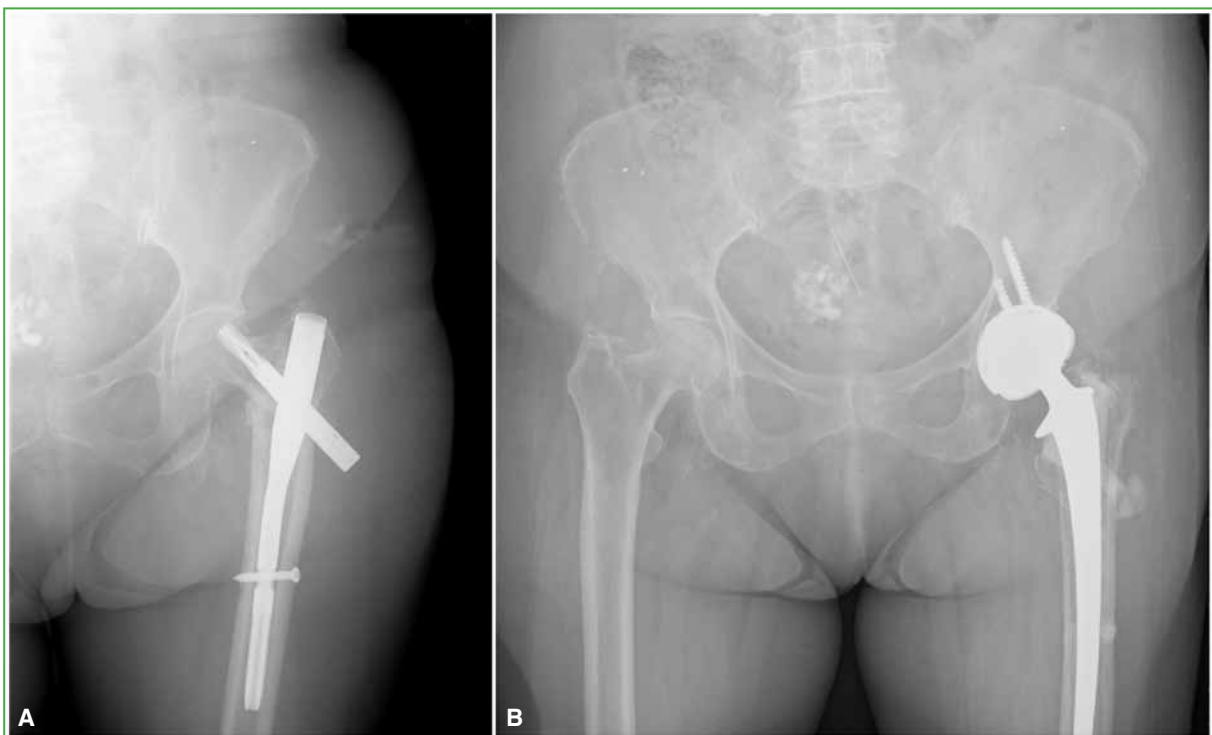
Radiografías anteroposteriores de pelvis. Cirugía de revisión tras el fracaso de la osteosíntesis en una fractura de cadera. A. Cut-out un mes después de la cirugía con clavo intramedular. B. Vástago femoral de revisión y cotilo de doble movilidad tras 10 meses de seguimiento.
